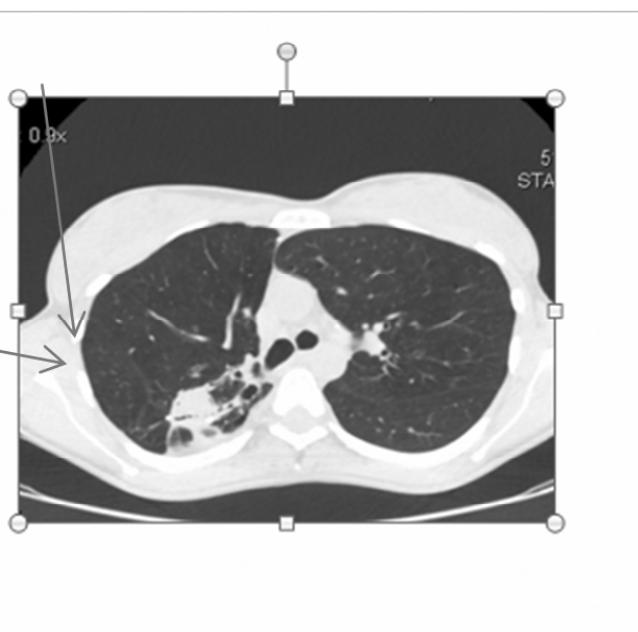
Поперечный срез КТ больной С. Верхняя стрелка указывает на воздушную прослойку (венчик). Косая стрелка указывает на грибной комок (bissuss).
